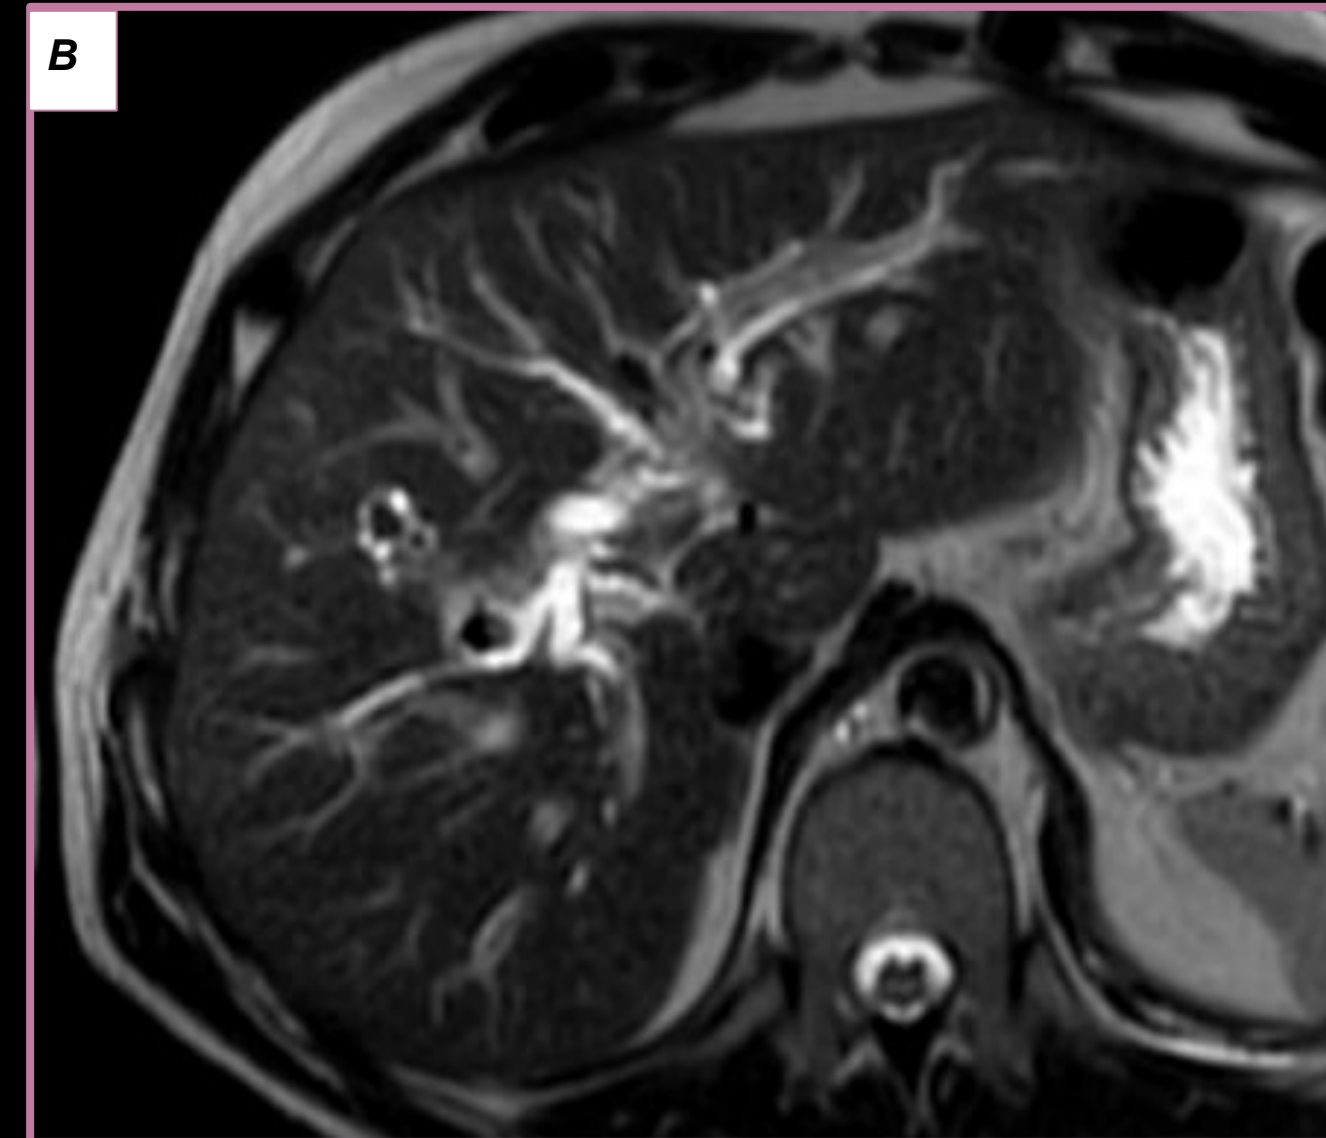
RM ponderación T2 donde se observa dilatación de la vía biliar intrahepática a causa de estenosis de colédoco-colédoco anastomosis.
